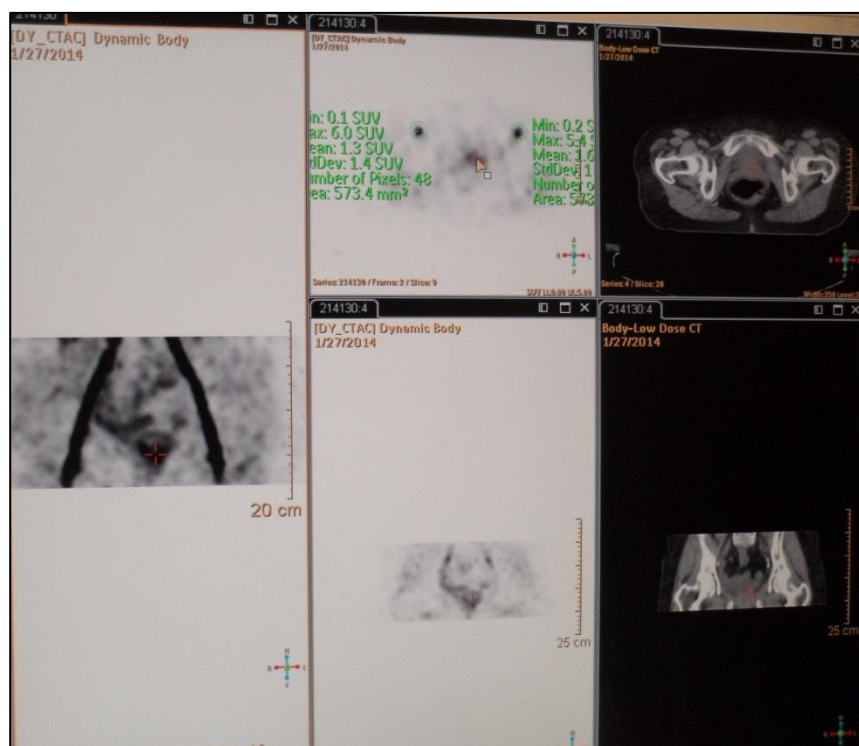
Análise dos SUV's nas artérias femorais.
